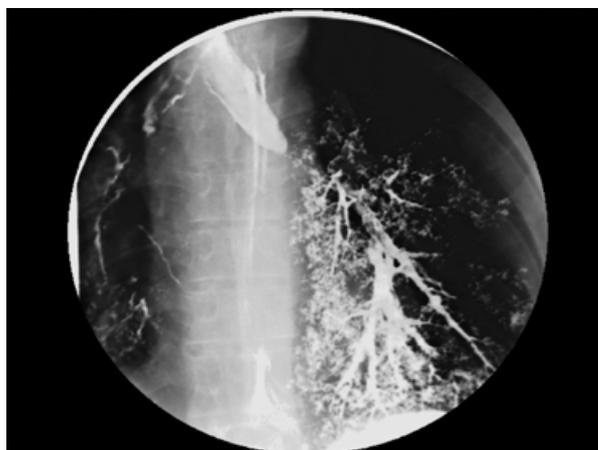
Radiografia de tórax com os depósitos de bário localizados principalmente no pulmão esquerdo
